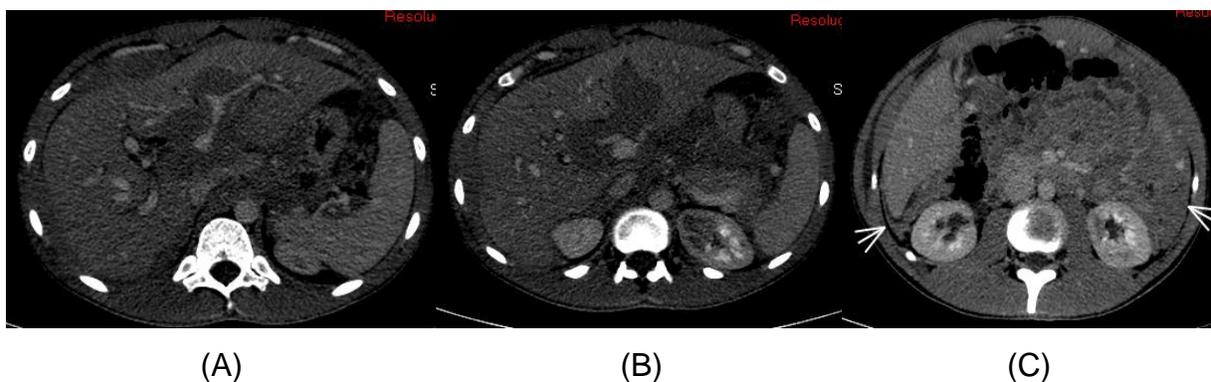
Tomografia computadorizada de abdômen, cortes axiais. (A) e (B) Espessamento tecidual infiltrativo no hilo hepático e ligamentos redondo e falciforme, determinando dilatação das vias biliares intra-hepáticas e estreitamento das extra-hepáticas. (C) Espessamento tecidual irregular do peritônio, infiltrando o abdômen, com realce pelo contraste venoso.
